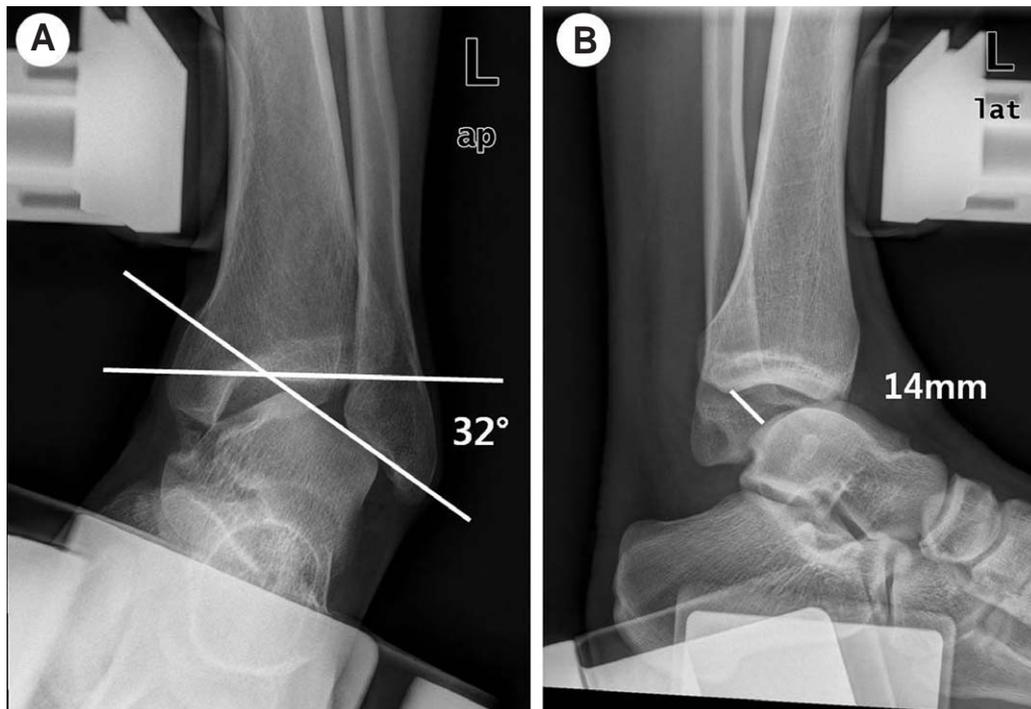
(A) Radiograph showing the positive finding of talar tilt angle. Talar tilt angle above 8.3° was considered as the positive. (B) Radiograph showing the positive finding of anterior talar translation. Anterior talar translation above 7.6 mm was considered as the positive.
